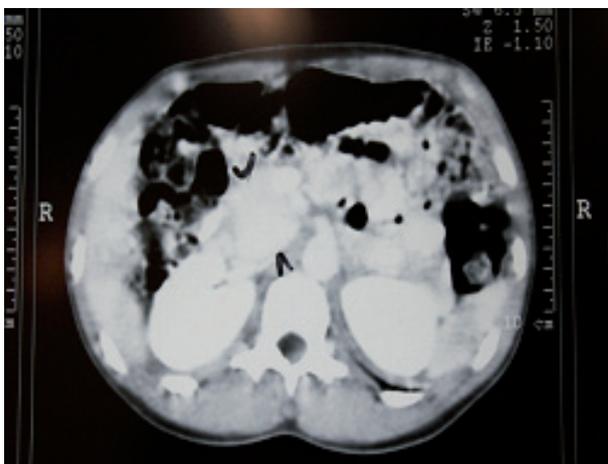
Tomografia computadorizada de abdômen demonstrando massa periaórtica.
